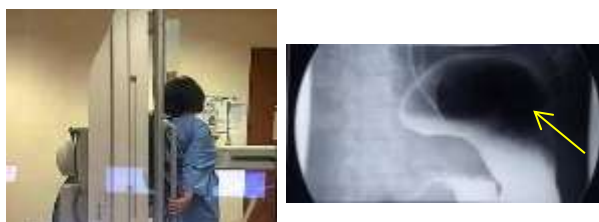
Posisi Pasien dan Hasil Radiografi pada proyeksi AP *Oblique RPO* dengan Metode *Reverse Trendelenburg*
